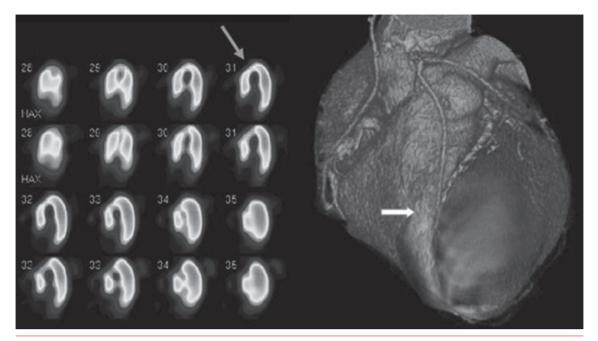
Partie gauche, scintigraphie : hypofixation apicale du traceur (flèche de gauche). Partie droite, reconstruction scannographique du réseau coronaire : lésion de l'IVA (flèche de droite).
